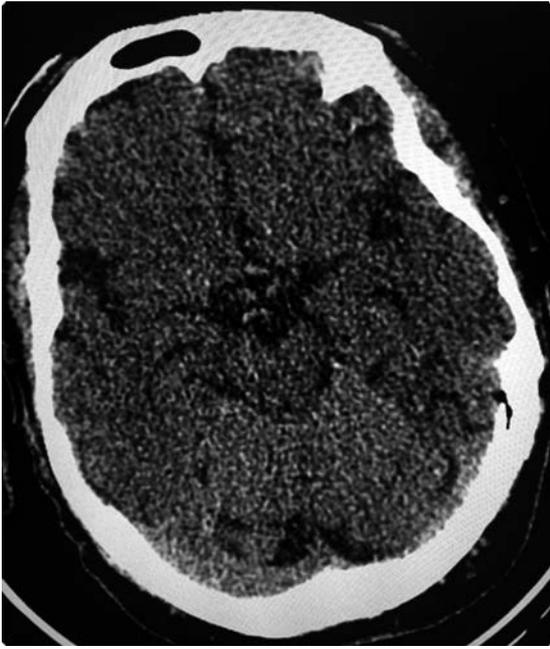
Мультиспиральная компьютерная томограмма головного мозга через 24 ч после внутрисосудистого вмешательства: признаки ишемии отсутствуют
